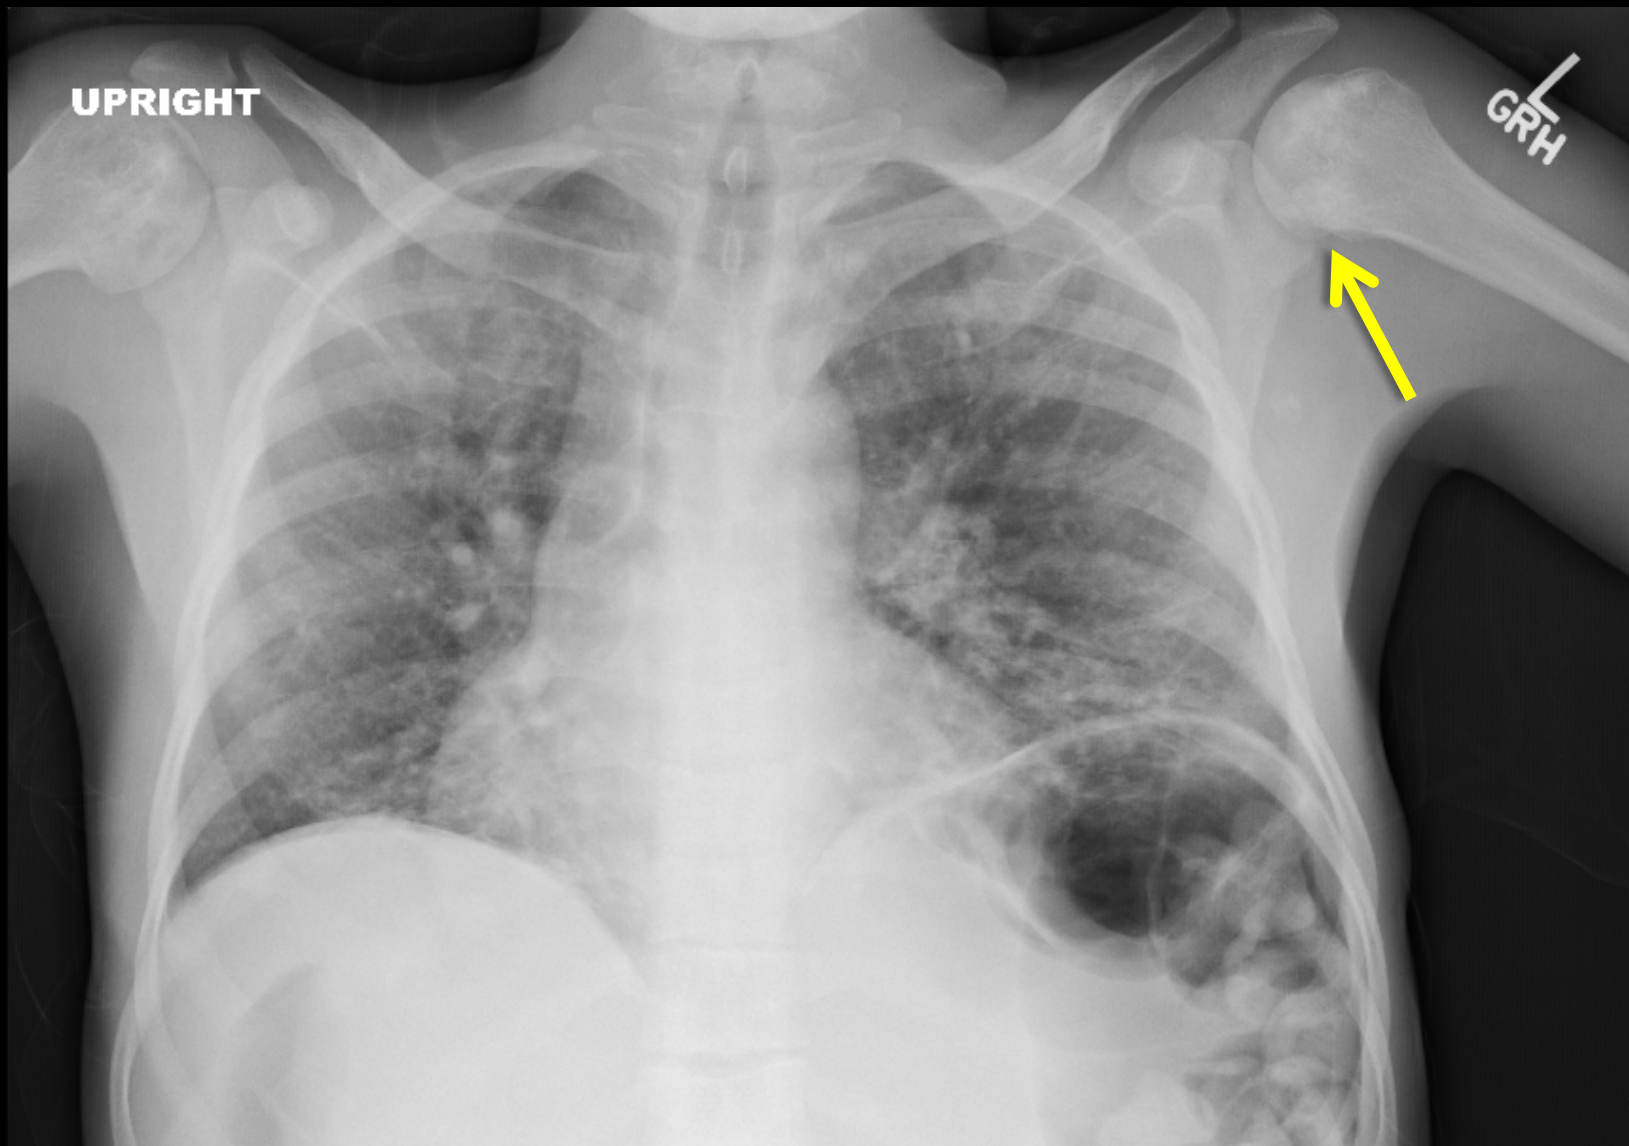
En radiografía de tórax previa destaca zona de esclerosis de la cabeza humeral izquierda, compatible con infarto de médula ósea (osteonecrosis).
